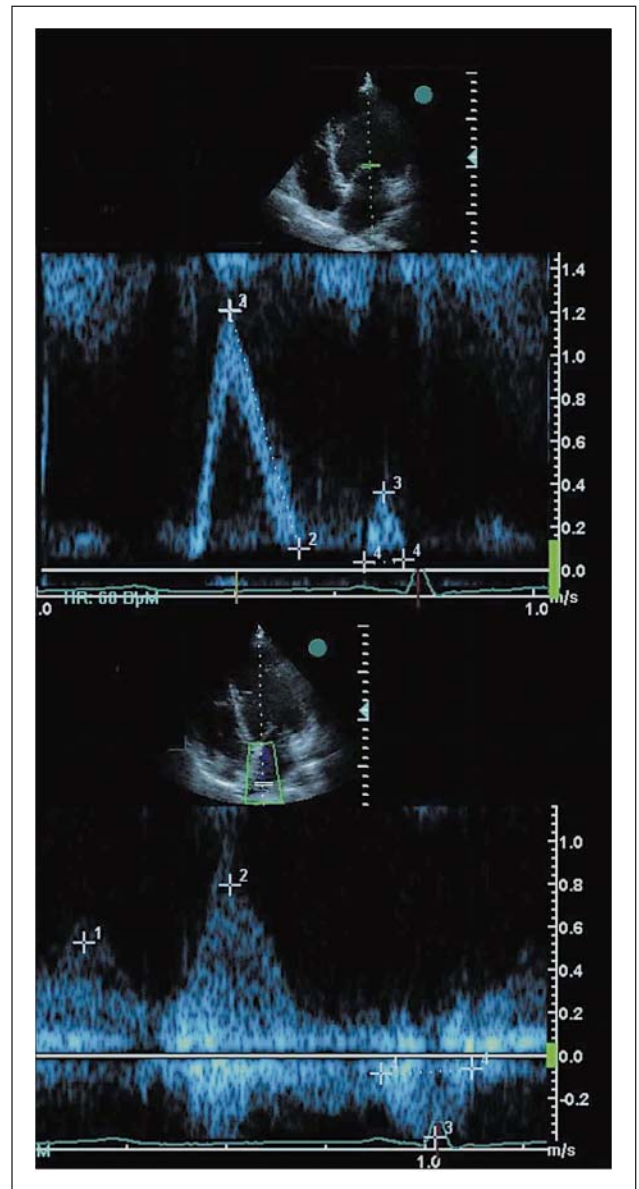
Gleichzeitige Darstellung des Einstroms über die Mitralklappe (oben) und die obere rechte Pulmonalvene (unten) in der PW-Dopplerregistrierung; vorzeitig endende A-Welle transmittal bezogen auf die linksatriale Kontraktion
